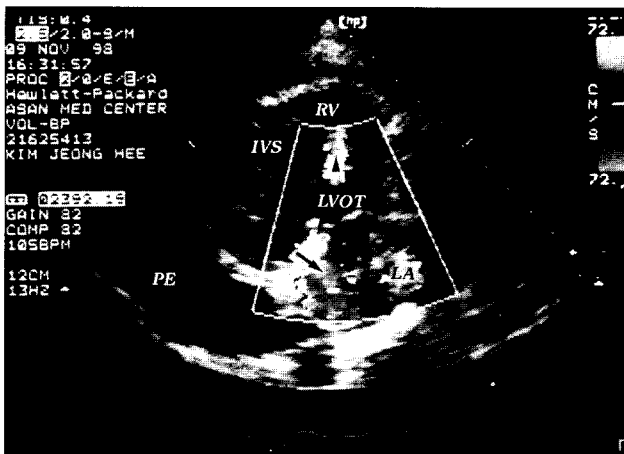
Preoperative transthoracic echocardiogram showing severe pericardial effusion, mitral regurgitation, and left-to-right shunt flow across interventricular septum. IVS, inter-ventricular septum; LA, left atrium; LVOT, left ventricular outlet track; PE, pericardial effusion; RV, right ventricle; ▶, L→R shunt flow; →, mitral regurgitant flow.
